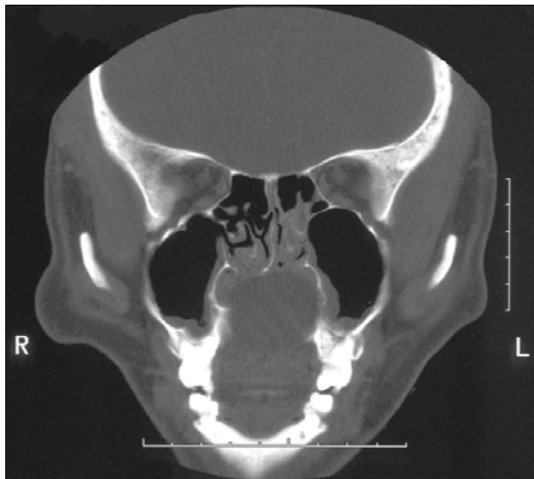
Coronal CT scan of PNS in Case 2. Patient shows about 3.0 cm sized round low density mass with well defined border at the middle of maxilla just above the oral cavity.
